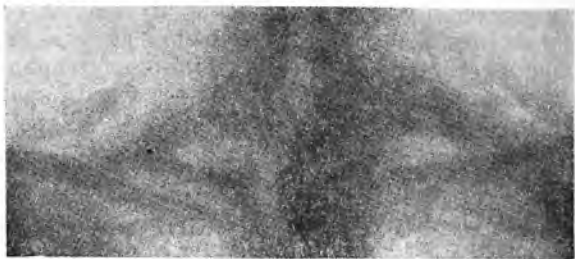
Рентгеновская картина эмфиземы подкожной клетчатки.
